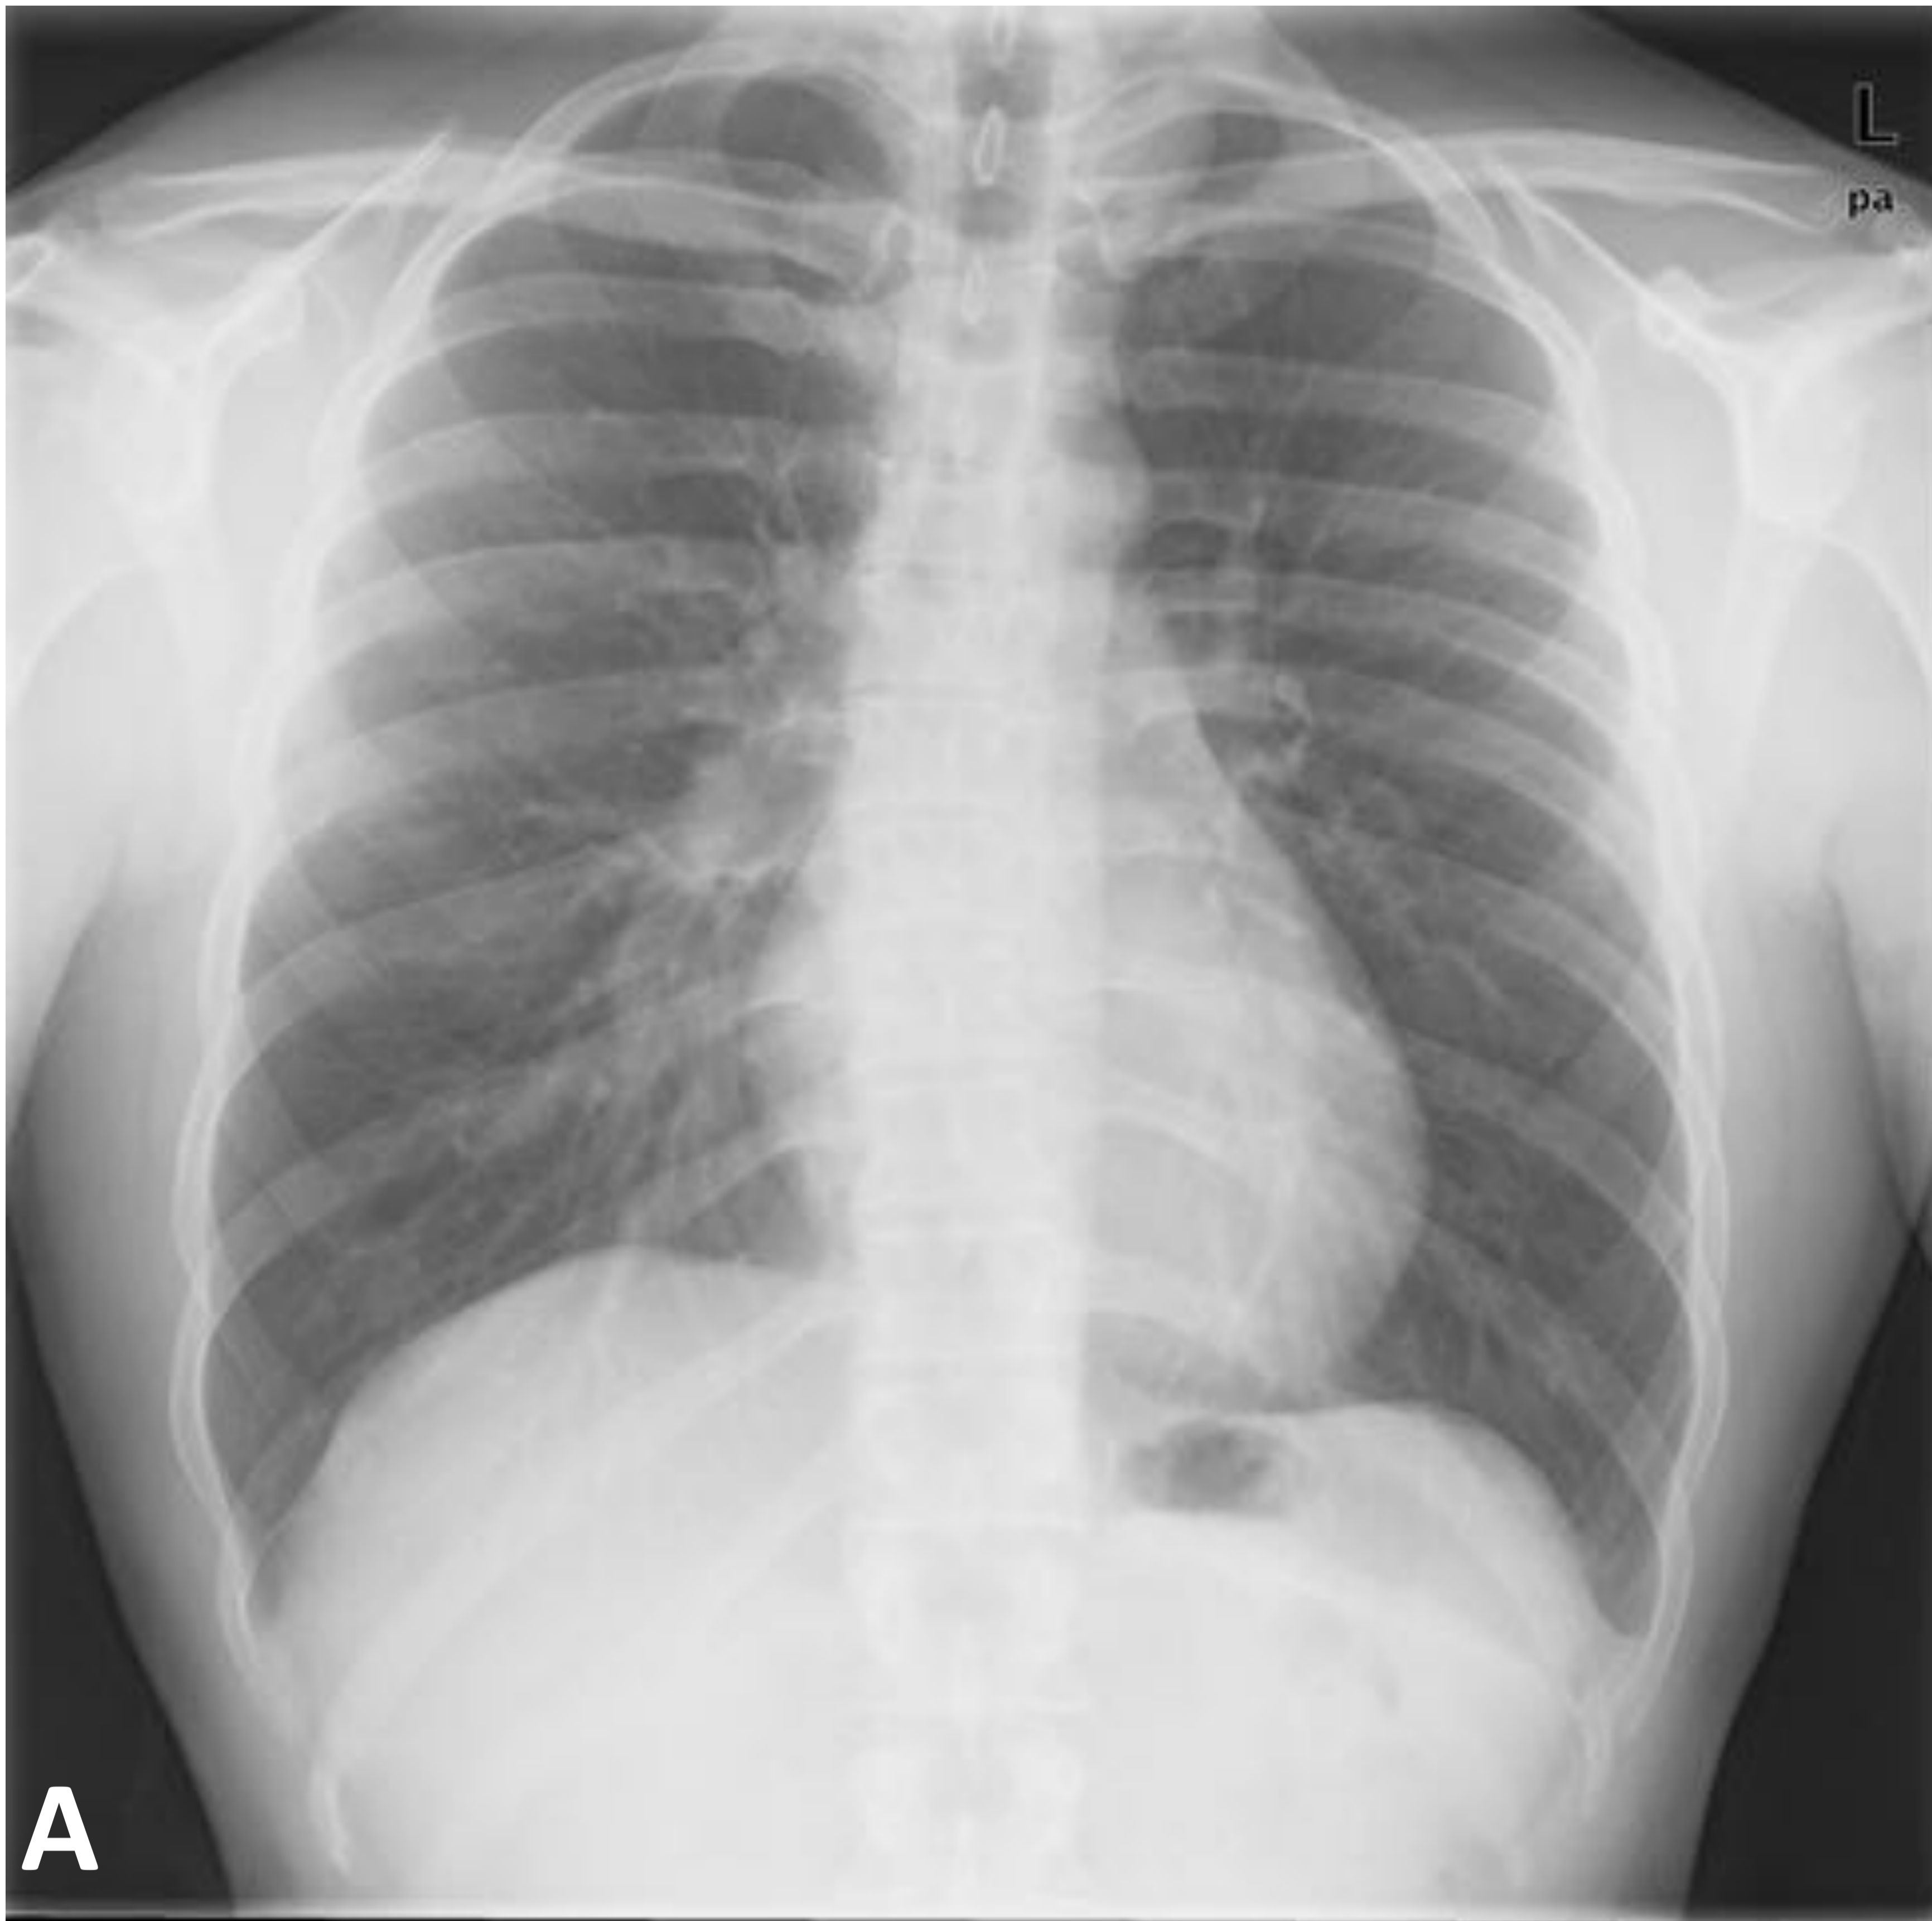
Sospecha de Schwannoma. Varón 36 años, control de incidentaloma en TC realizada en otro centro por traumatismo torácico. A), B) y C) Rx de tórax posteroanterior, lateral y PA magnificada. D), E), F) y G) RM axial T1, sagital T2 y tras Gadolinio axial T1 y coronal T1. Opacidad en vértice derecho con borde lateral muy nítido orienta a lesión extrapulmonar [flecha en C]. En RM consiste en nódulo sólido en compartimento paravertebral mediastínico con captación homogénea intensa, sugiere Schwannoma.
